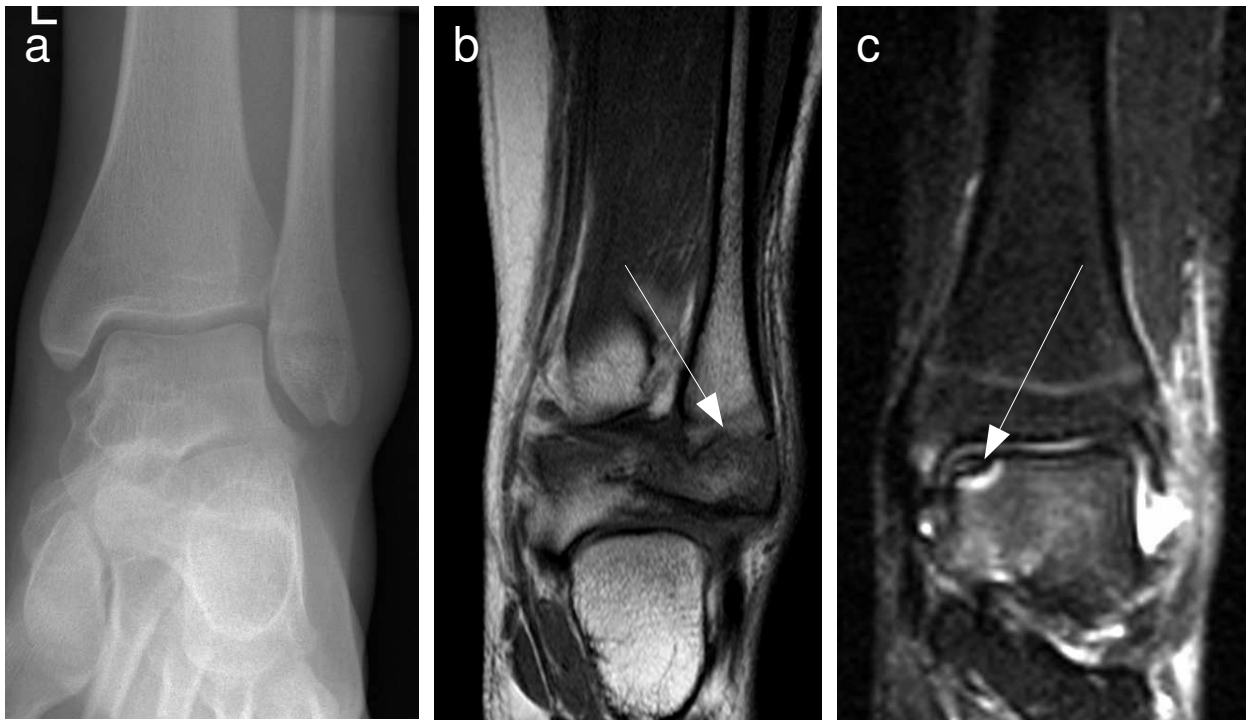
13-jähriges Mädchen nach Inversionstrauma des linken Sprunggelenks. Anhand des konventionellen Röntgenbildes (a) wurde aufgrund der Schwellung über dem Mall. lat. lediglich der Verdacht einer schweren Seitenbanddistorsion geäußert, in der MRT (b, c) zeigte sich dagegen eine Weber A Fraktur sowie eine OCL am medialen Talus (weiße Pfeile), retrospektiv lässt sich die OCL am medialen Talus erahnen.
